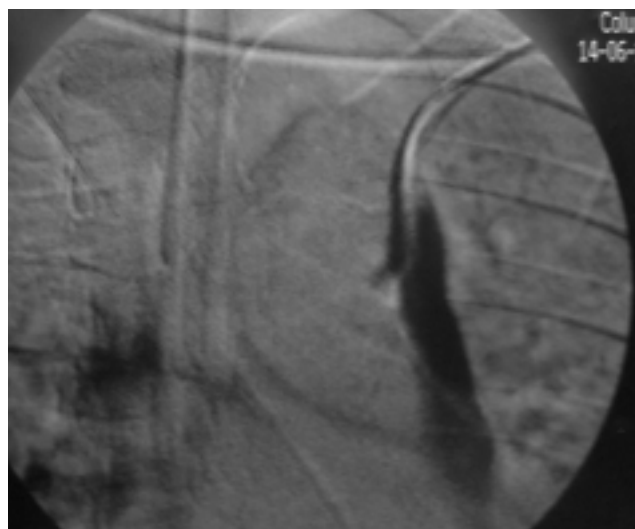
Radiografía con sustracción digital con contraste yodado donde se observa opacificación del tercio proximal de la vena cava superior izquierda.
